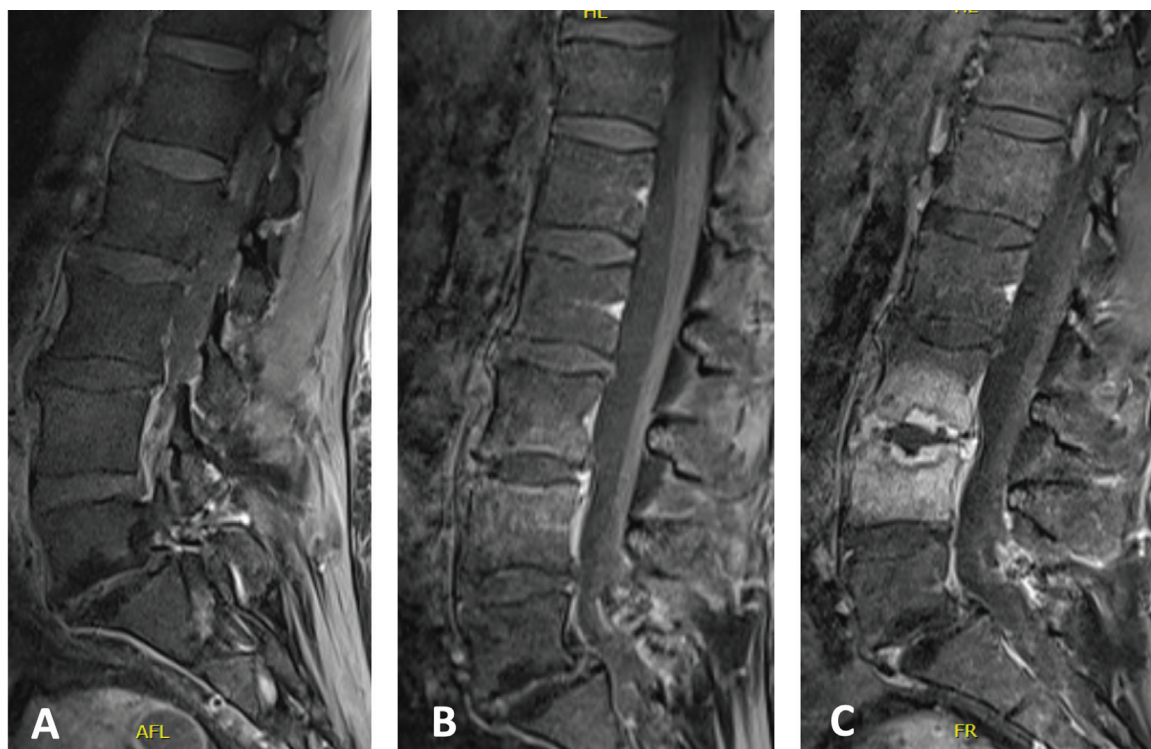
Progresión de los hallazgos de la RM en las plataformas vertebrales comprometidas; (A) RM inicial de la columna lumbar; (B) RM de la columna lumbar siete días después de la inicial; (C) RM de columna lumbar 30 días después de la inicial.
